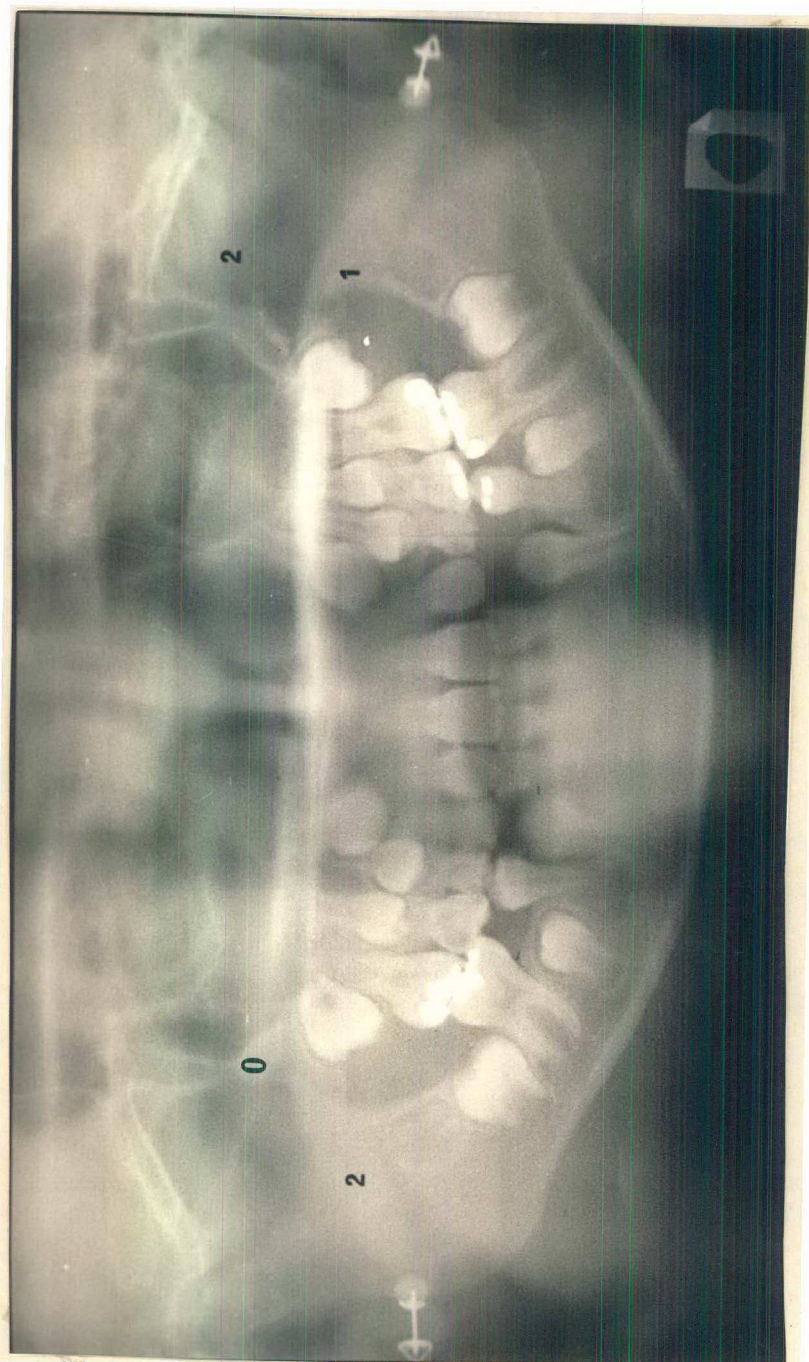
Radiografia mostrando o estágio 3, o estágio 4 e o estágio 5 do desenvolvimento dos terceiros molares.
